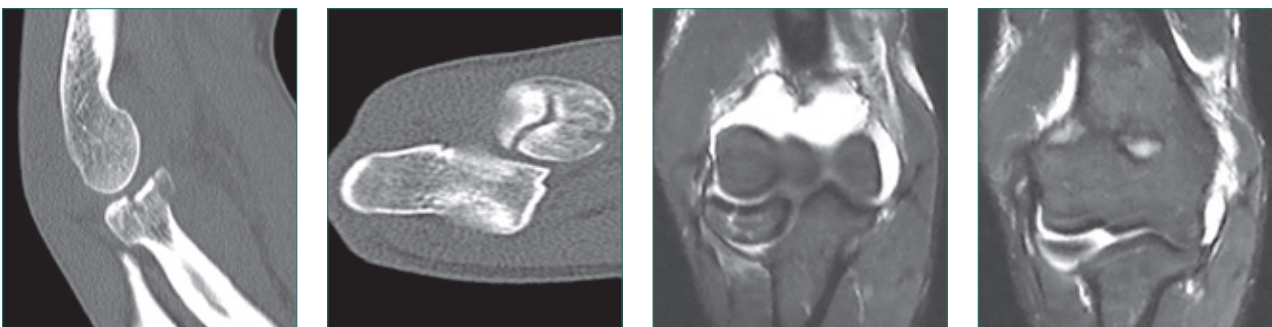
a und b Computertomographie der gleichen Fraktur mit deutlich mehr Fragmenten und Verschiebung als auf dem Röntgenbild vermutet
